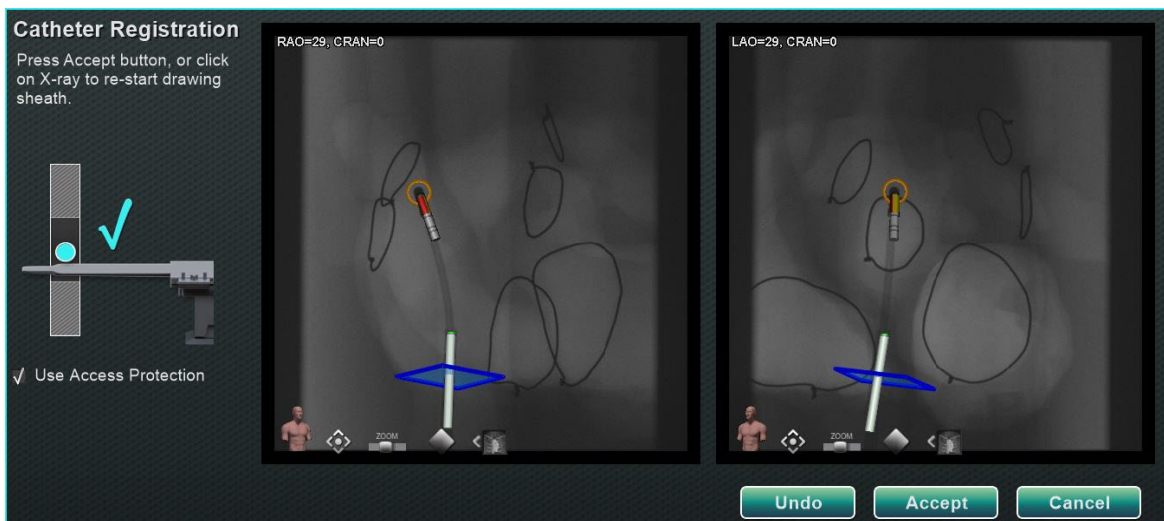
Röntgenkuvilla on eroa alle 40 astetta
